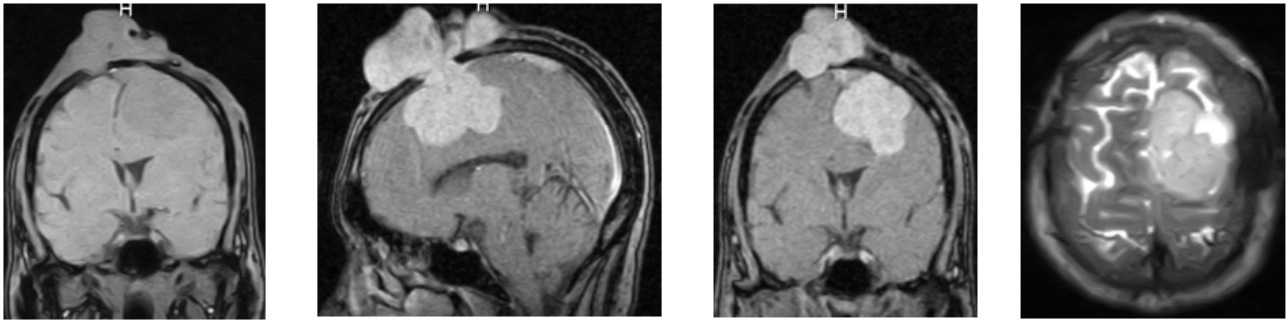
Images IRM (T1 coronale, T1 Gado Sagittal, T1 Gado Coronale et T2 Axiale respectivement), montrant les portions exo- et endocrânienne de la tumeur avec l'envahissement du sinus sagittal supérieur.
